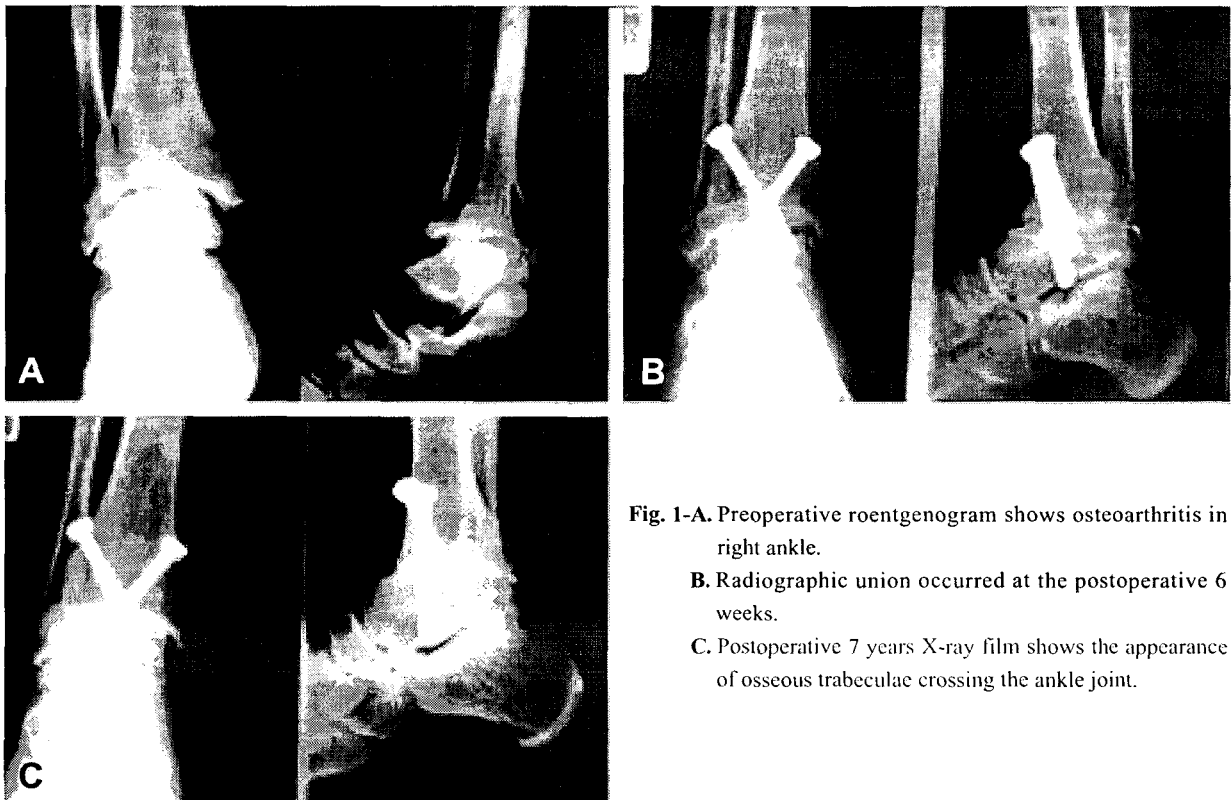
Preoperative roentgenogram shows osteoarthritis in right ankle.
